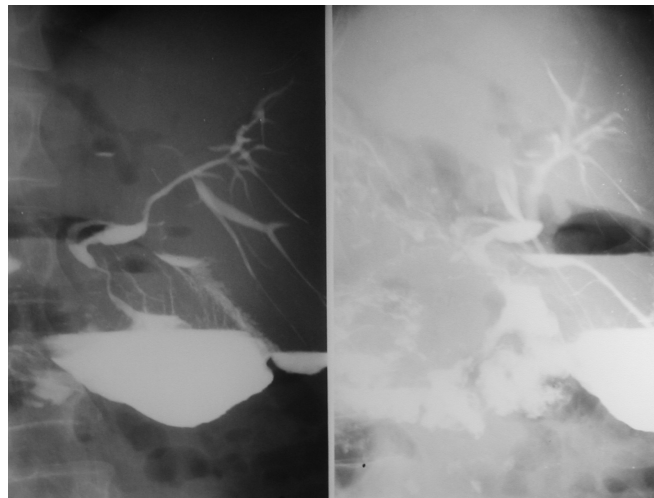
Radiografia eso-gastro-duodenală cu bariu
